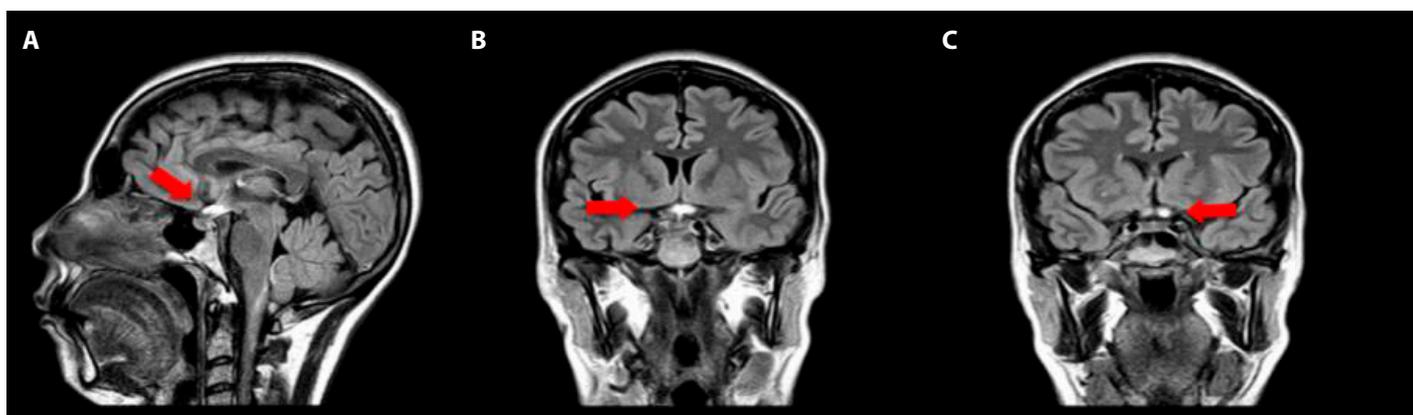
Resonancia magnética cerebral en señal T2 con gadolinio. A y B. Corte sagital y corte coronal respectivamente, con captación de gadolinio en el quiasma óptico (señalado con flecha roja). C. Corte coronal con captación de ambos nervios ópticos, con señal más intensa en el lado izquierdo (flechas rojas).
